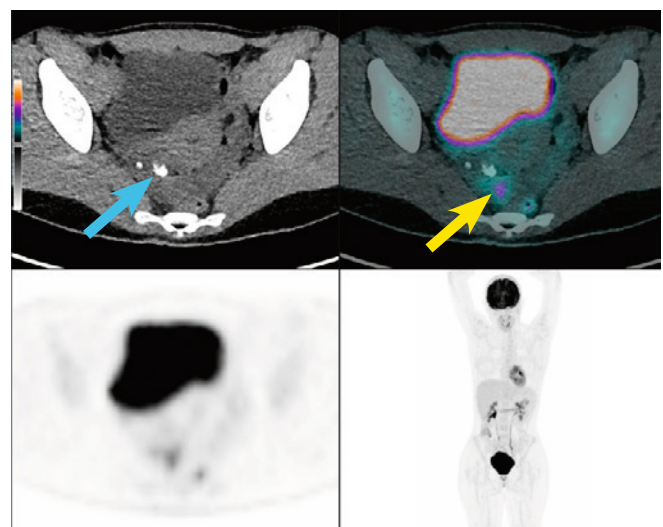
FDG PET/CT mit heterogener, partiell verkalkter (blauer Pfeil) und fokaler FDG-aktiver (gelber Pfeil) Läsion in der rechten Adnexe.
